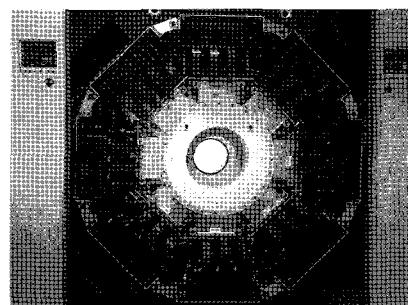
2.5mm FWHM의 공간해상도를 갖춘 CTI의 HRRT PET 스캐너의 내부 모습
